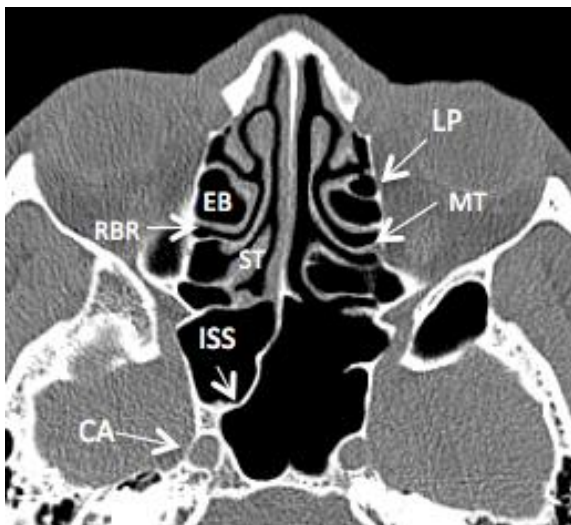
TC axial del seno etmoidal mostrando la lámina papirácea (LP), la lamela basal del cornete medio (MT), bulla etmoidal (EB), receso retrobullar (RBR), cornete superior (ST), septum intersinus del esfenoides (ISS), y su relación con la carótida interna (CA)
